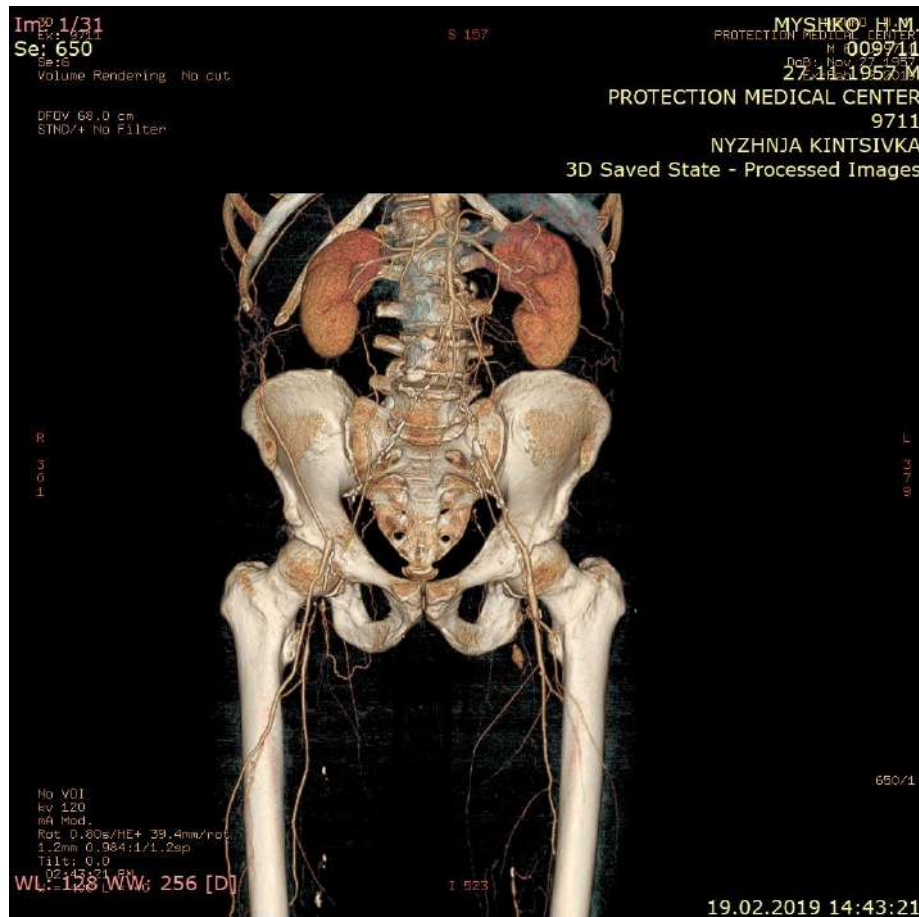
МСКТ-ангіографія аорти та артерій нижніх кінцівок хворого Б. В аорто-клубовому сегменті визначається оклюзія інфраренального відділу аорти, клубових артерій справа та загальної клубової артерії зліва.
